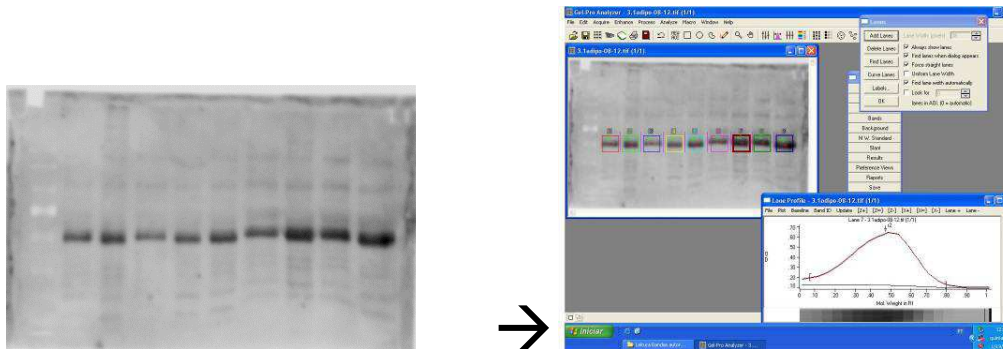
Análise das bandas auto-radiografadas pelo programa “Gel-Pro Analyzer 3.1”, por meio de densitometria óptica.
